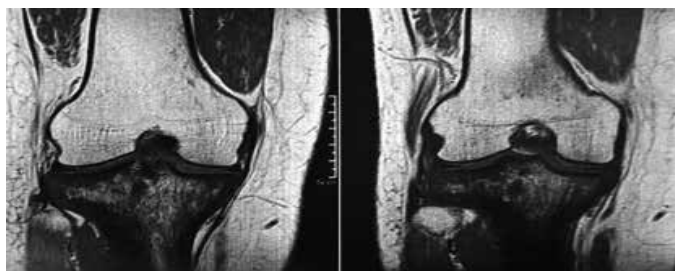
Ressonância magnética corte coronal de uma sequência ponderada em T1 sem saturação de gordura do joelho direito, com sinal difusamente reduzido
